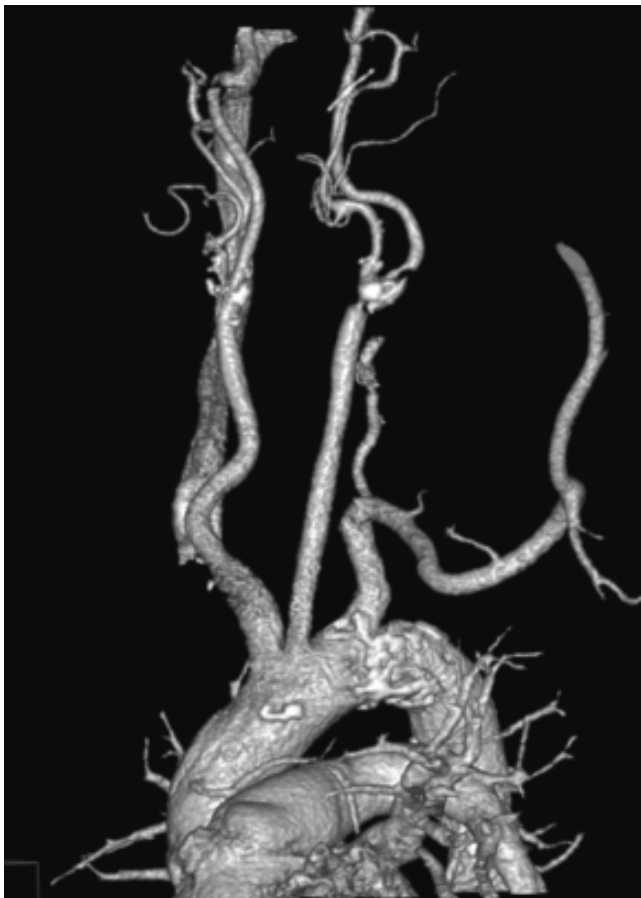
Angiotomografía de troncos supraaórticos demostrando dolilidad arterial y aterosclerosis de la bifurcación carotídea y carótida interna.
